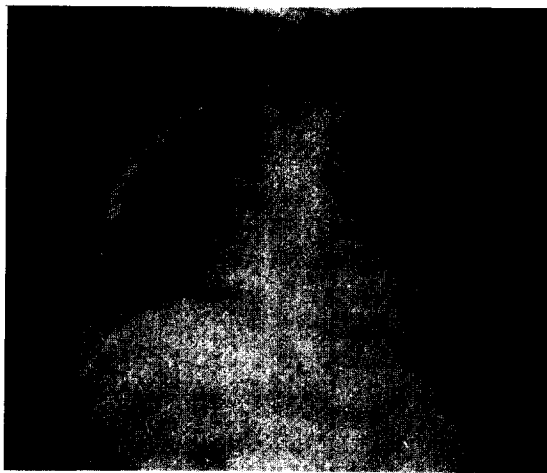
Post-operative chest roentgenogram reveals that previous cystic shadow is disappeared. But there is remained blunting of the cardiophrenic angle.
